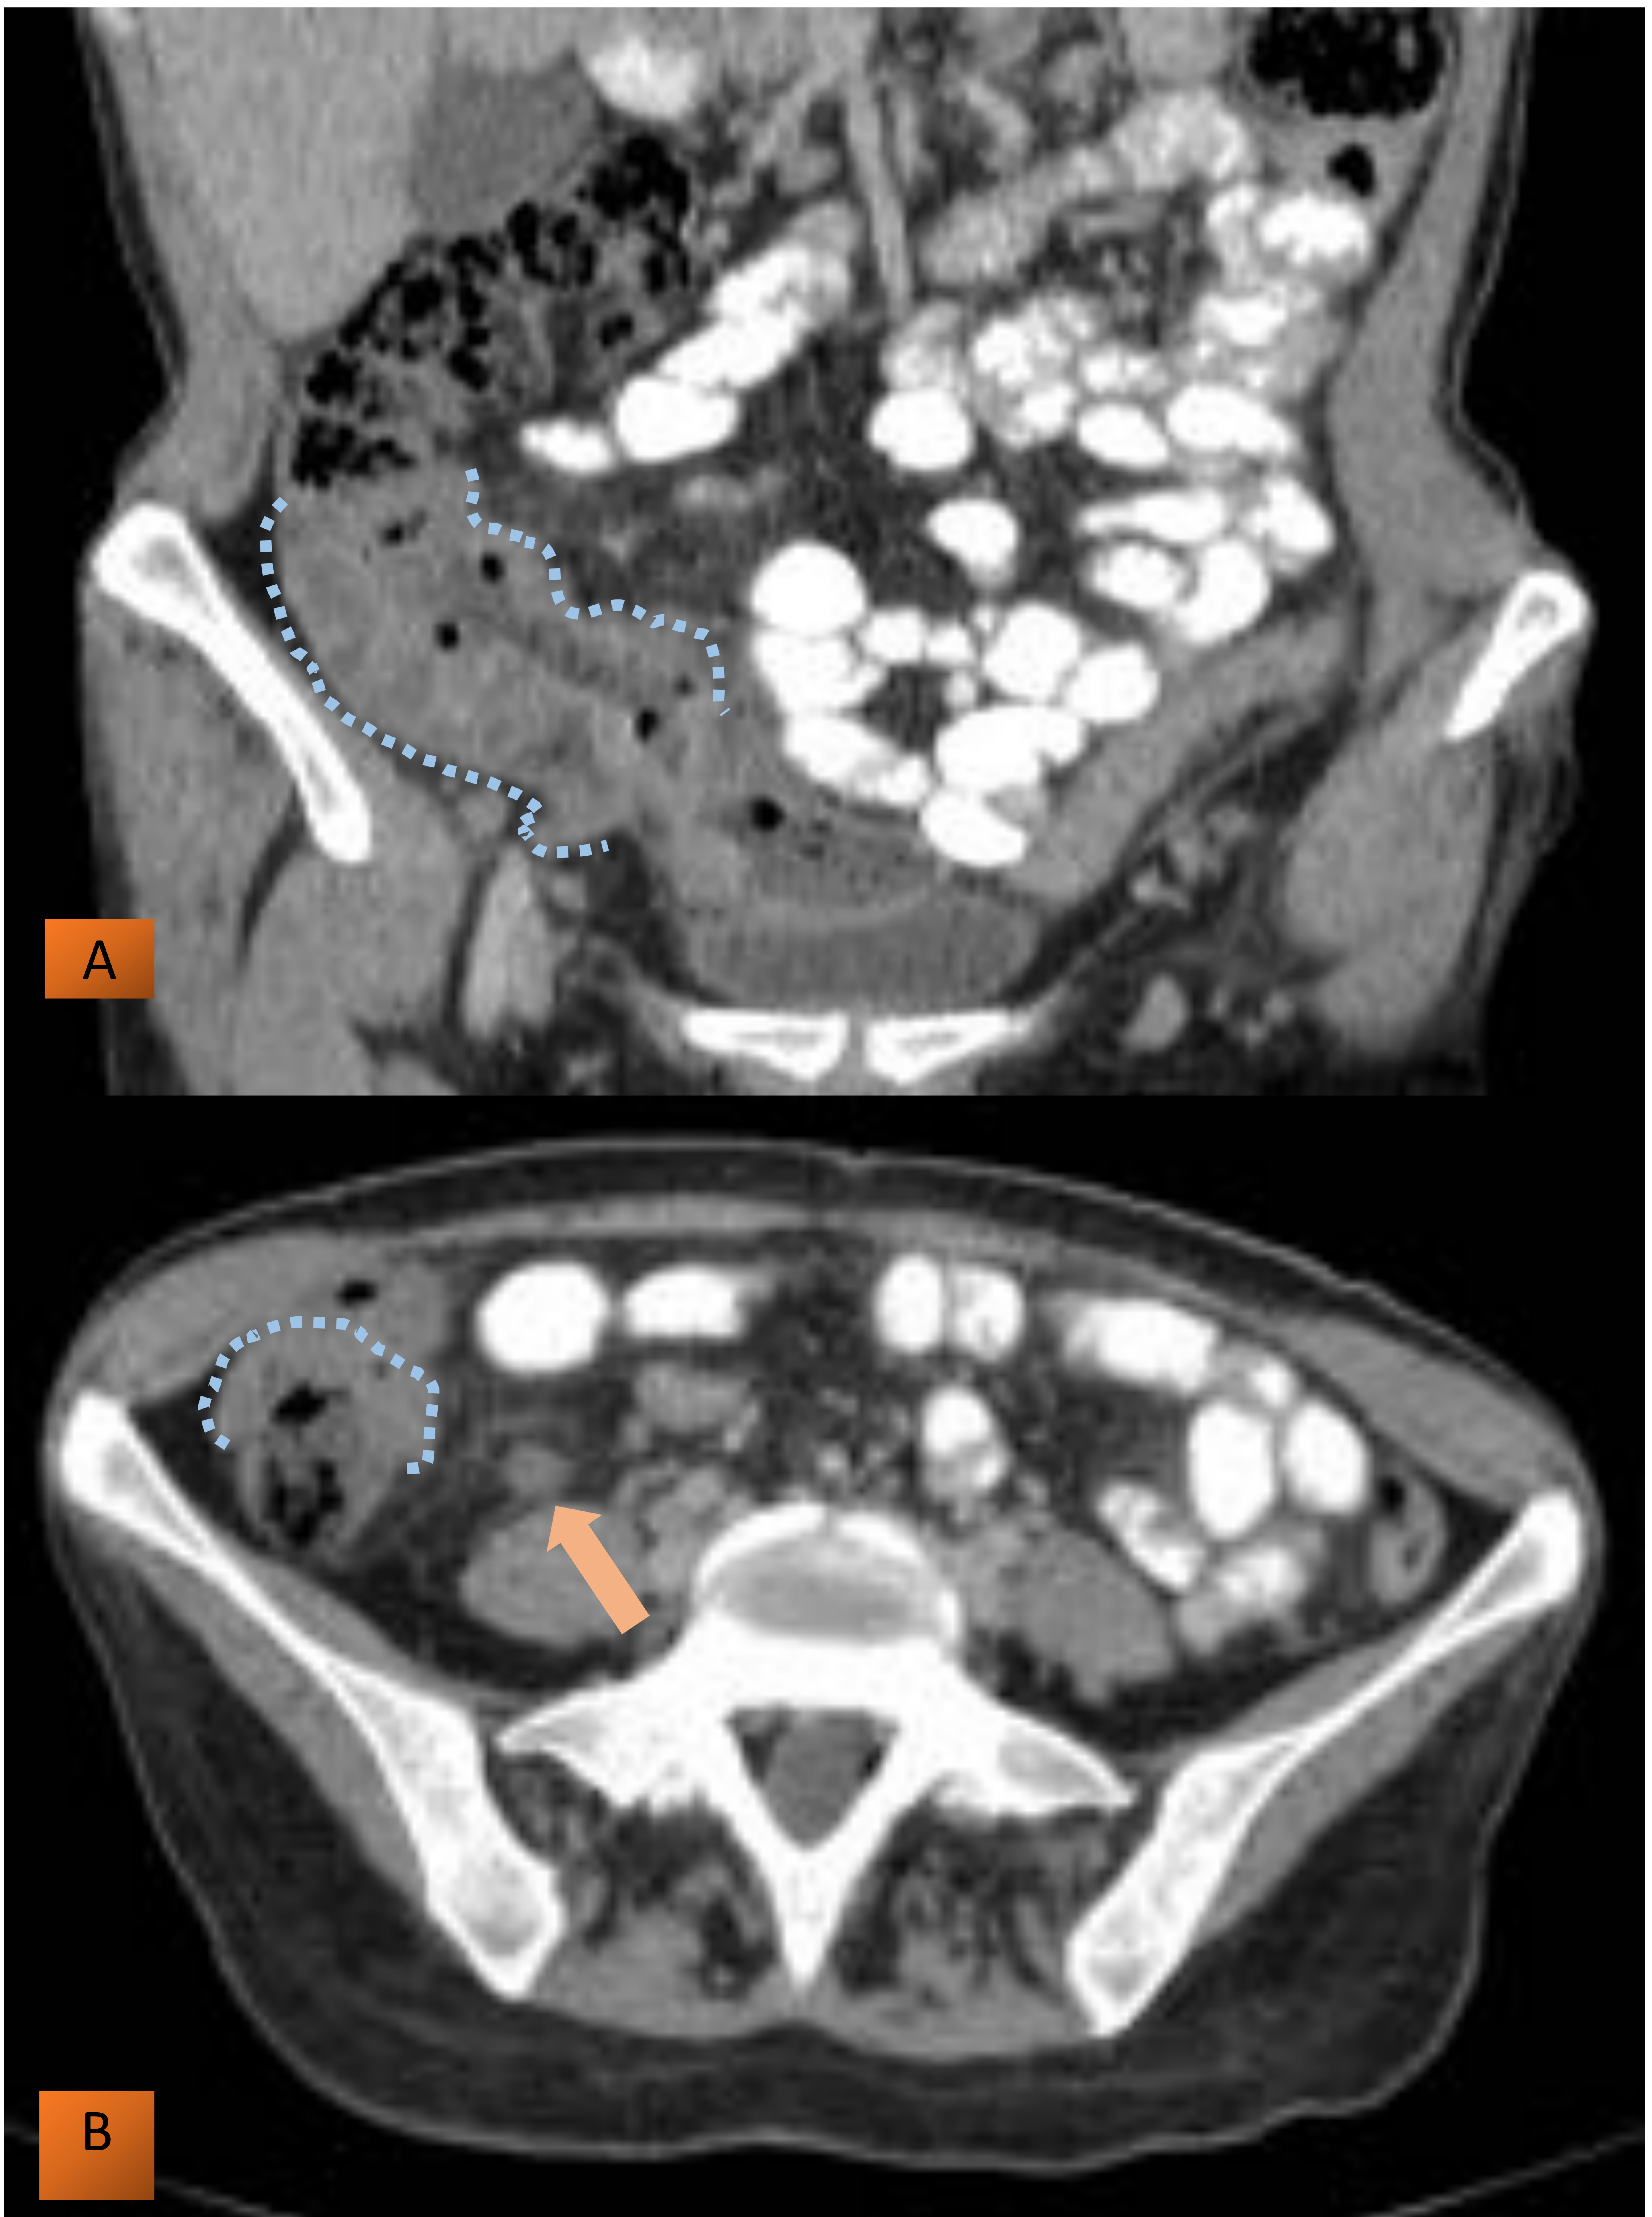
ILEÍTIS TUBERCULOSA: Reconstrucción sagital (A) y corte axial (B) de TC con contraste oral y EV. Se observa engrosamiento asimétrico (líneas punteadas) de asas intestinales de la región ileocecal. A derecha se reconoce además adenopatía locoregional (flecha).
